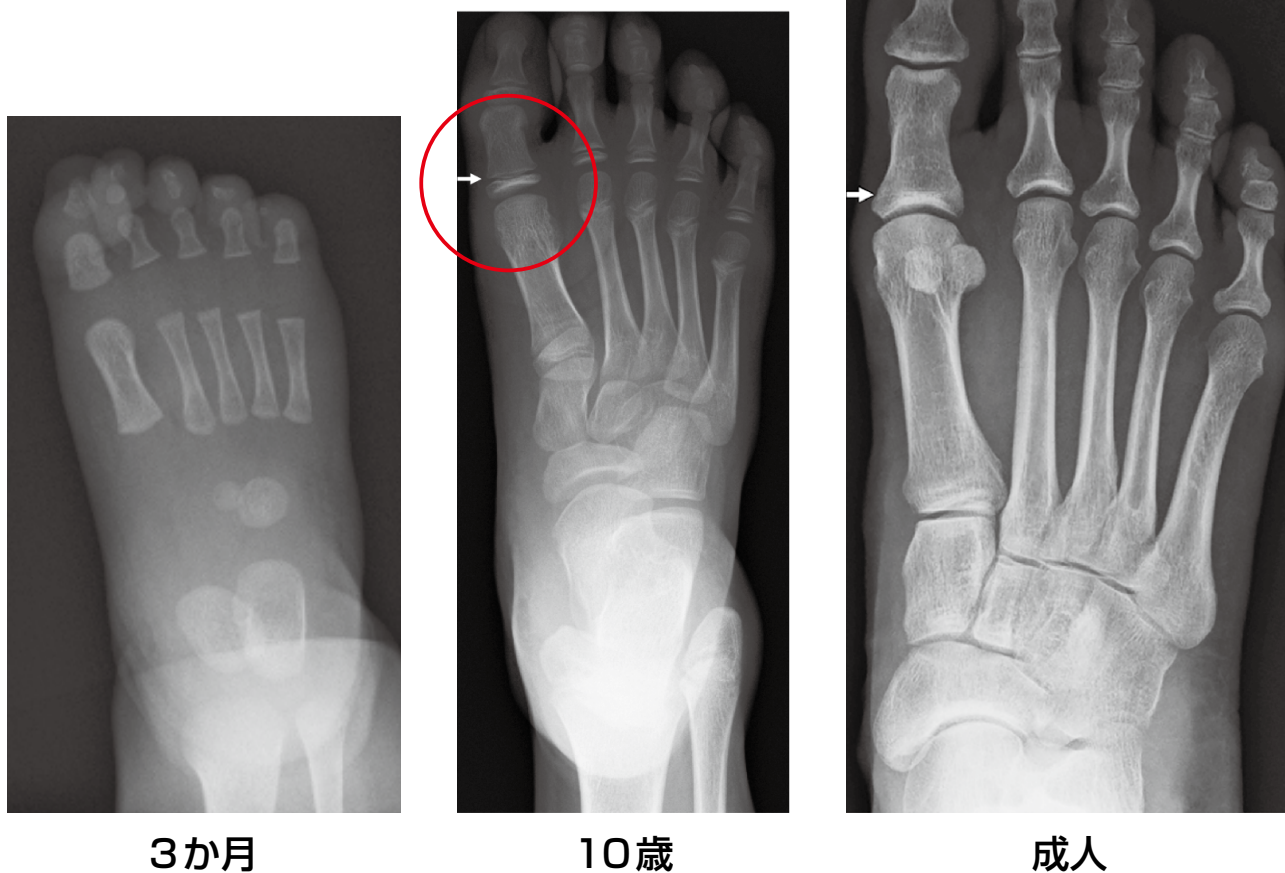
年齢による足のX線の違い：3か月では軟骨成分が多く骨の形がわかりません。10歳になると骨の形は成人に近づきますが、骨端線が開いています（赤丸・矢印）。成人では骨端線が消失します（矢印）。
